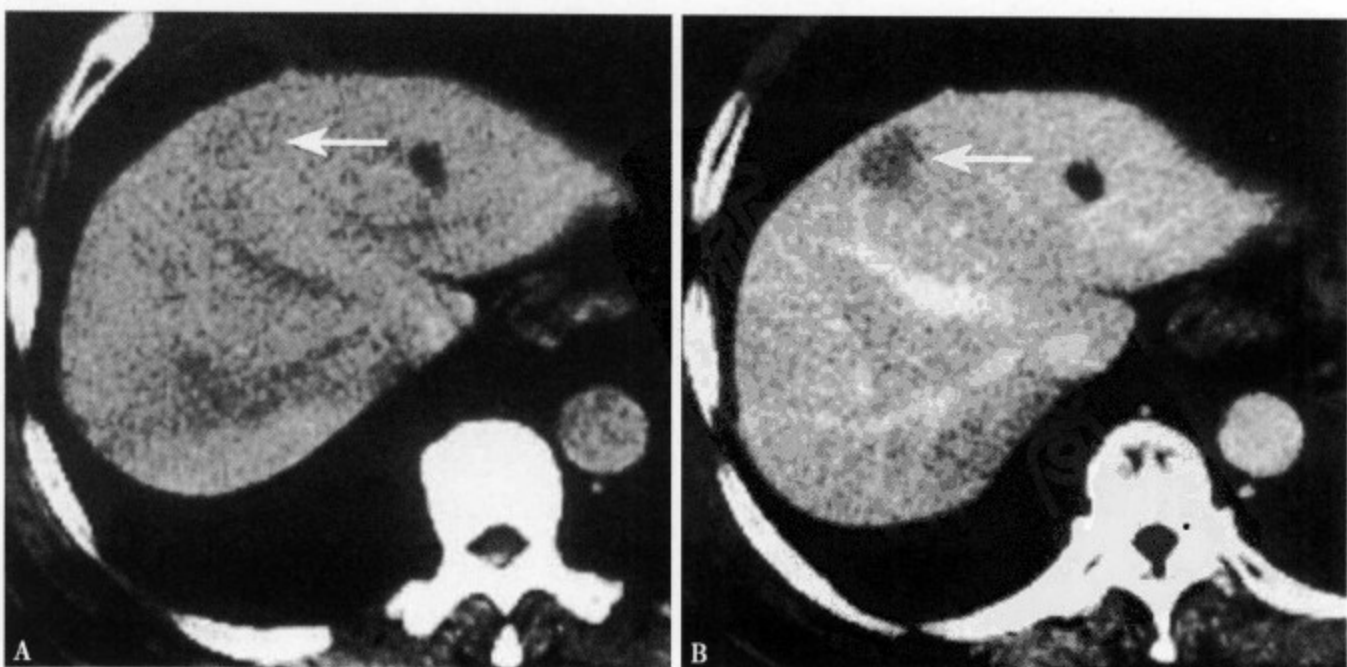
CT 平扫 (A) 病灶显示不清, 与肝实质呈等密度; 增强 CT (B) 肝左叶内侧段显示一圆形稍低密度灶, 边缘不清
